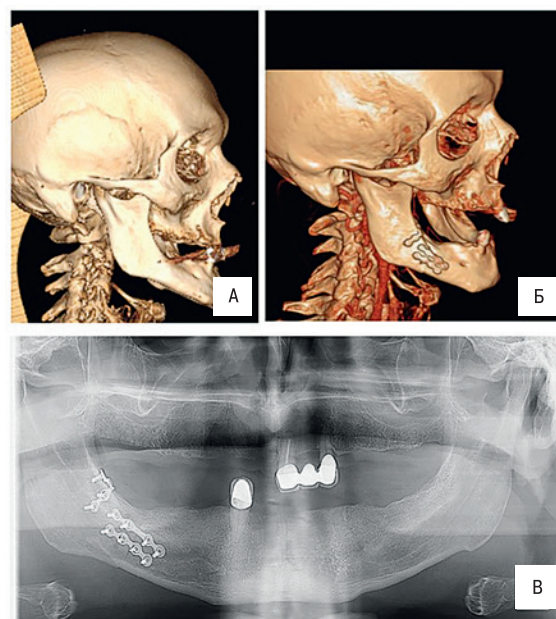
А, Б, В. До- (А) и послеоперационная (Б) компьютерная томография (КТ) в 3D реконструкции. Послеоперационная ортопантограмма (В).
